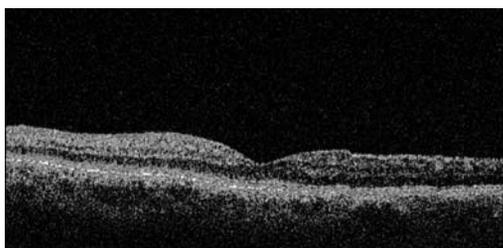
OCT OD: Tomografía obtenida al mes de la inyección de SF6. Se aprecia la mejoría del cuadro y un mínimo resto del pseudoquiste en las capas internas de la retina.
